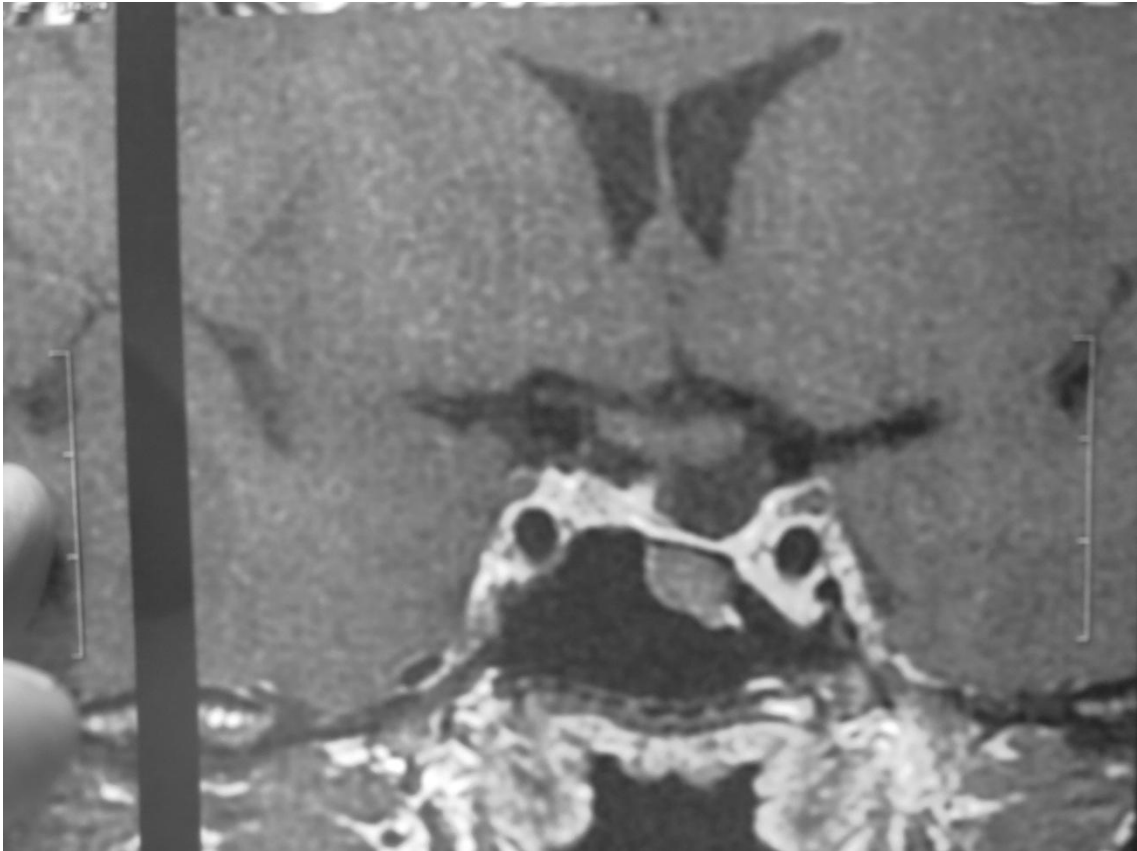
Ressonância magnética de sela turca em T1, coronal, com contraste, após 36 meses do início do tratamento com a cabergolina, a qual mostra redução do tamanho do adenoma hipofisário, a haste hipofisária desviada para a direita e a hipófise com captação heterogênea do contraste e cisto na cavidade esfenoidal.
